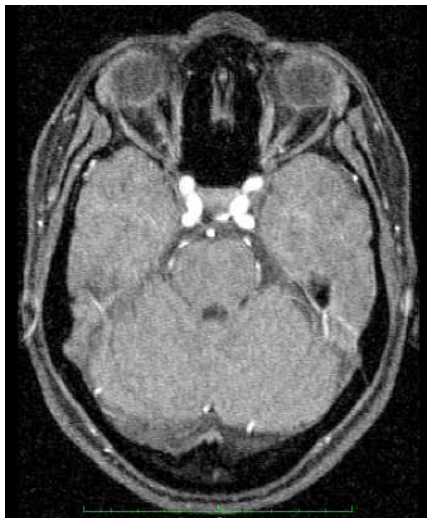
Imagen de una Resonancia Magnética
